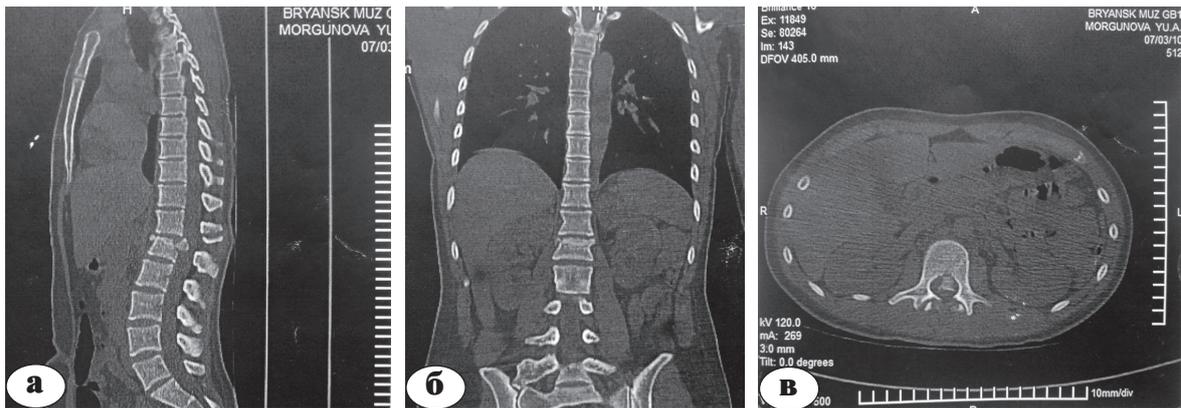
Томограммы позвоночника пациентки М., 22 лет, до операции: а – сагиттальная проекция; б – фронтальная проекция; в – горизонтальная проекция через тело поврежденного позвонка. Определяется свободно лежащий костный фрагмент от тела L₁ позвонка, компримирующий спереди спинной мозг. Передне-задний размер позвоночного канала уменьшен на ½. Кифотическая деформация позвоночника 18°
